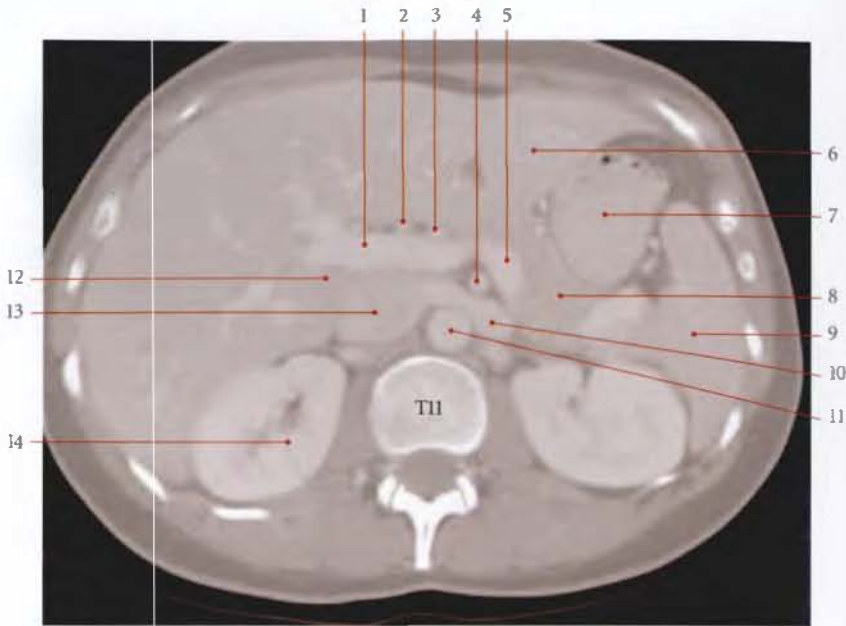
Coupe transversale TDM de l'abdomen (cliché Dr Th. Diesce)
